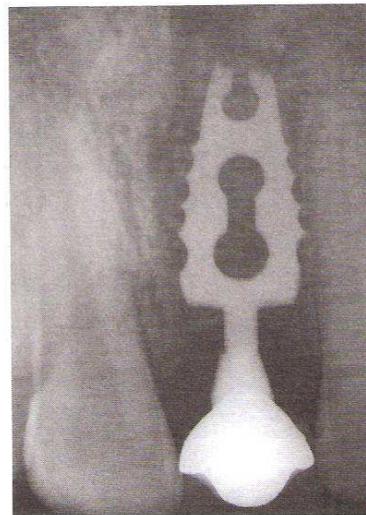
L'analisi radiografica dopo 27 anni dimostra l'assenza di qualsiasi recessione dei tessuti includenti (1999)
